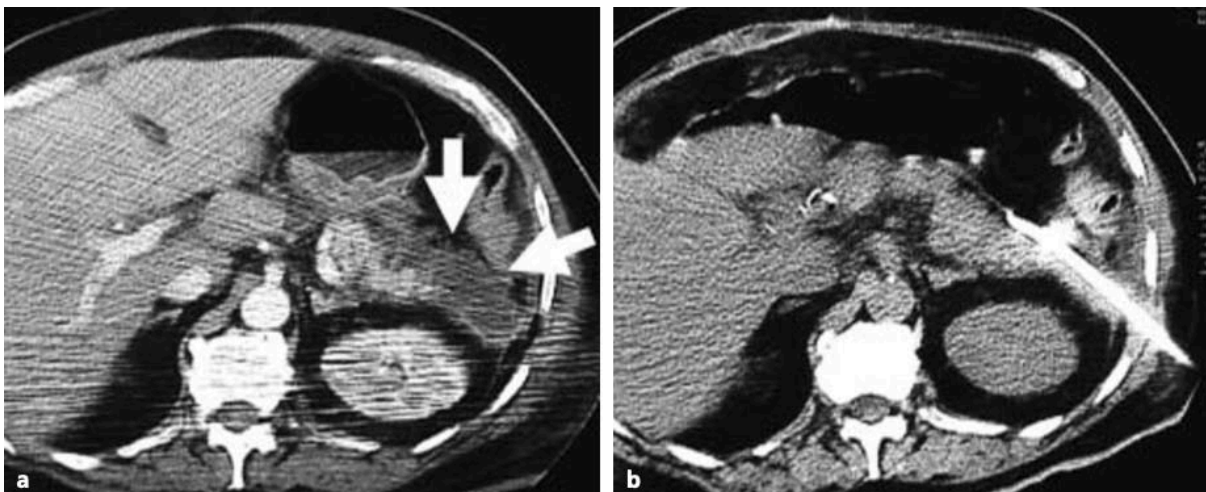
TDM abdominale en coupe axiale objectivant une pancréatite aiguë nécrosante après une DPC: a) Pré sence d'une collection hypodense en avant de la queue du pancré as b) Affaissement de la collection après drainage percutané scannoguidé.[75]
